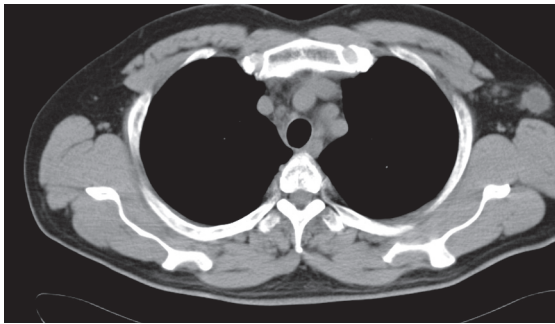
CT shows left axillary lymph node swelling. Low density area in the mass suggests necrosis.
